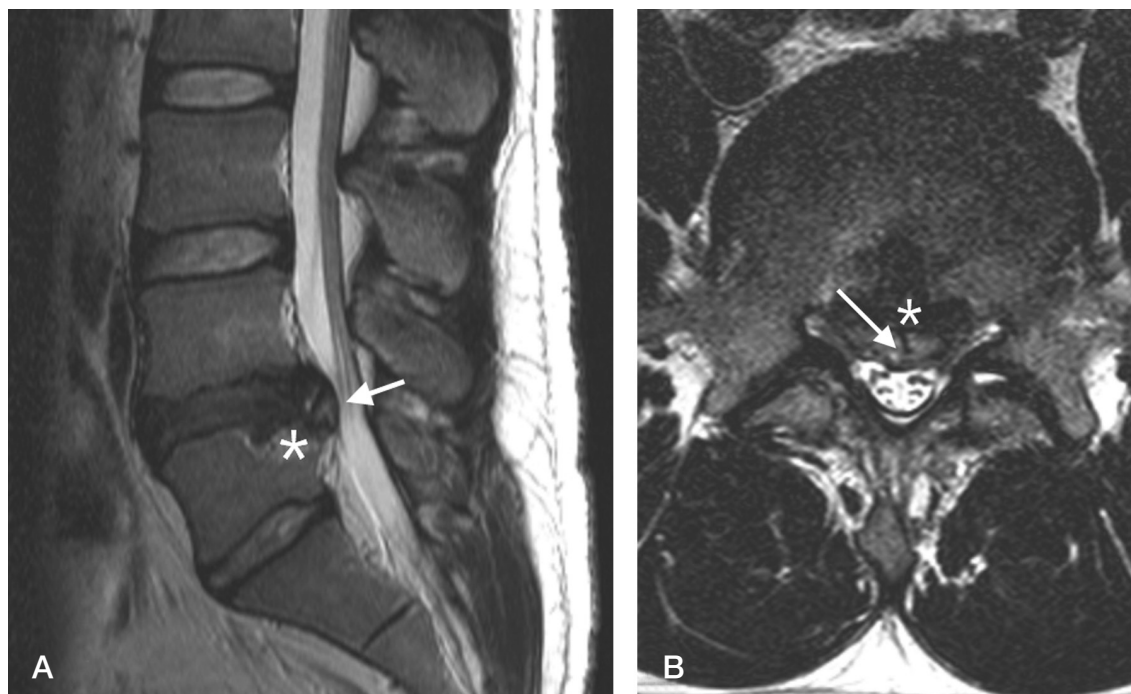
(A-B) A sagittal and axial T2 weighted MRI of L4-5 level shows herniated disc material and bony fragment (white arrow) located centrally and markedly occupying the spinal canal space. Bony defect (asterisk) was noted at the posterior endplate of L5.
